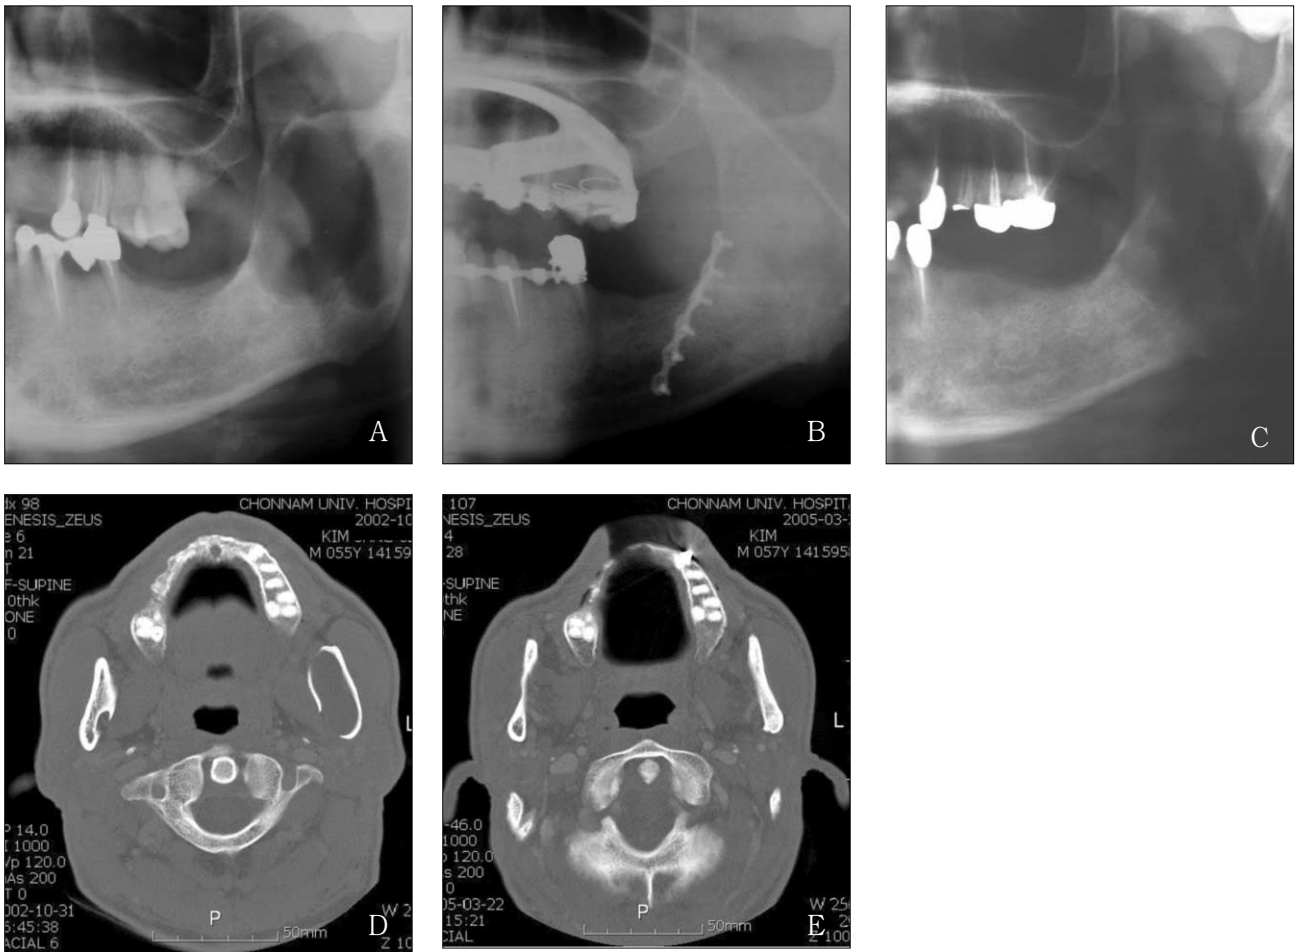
Panoramic radiographs at before (A), 1 day (B) and 4 years (C) after surgery. CT scans at before (D) and 2 years (E) after surgery.
